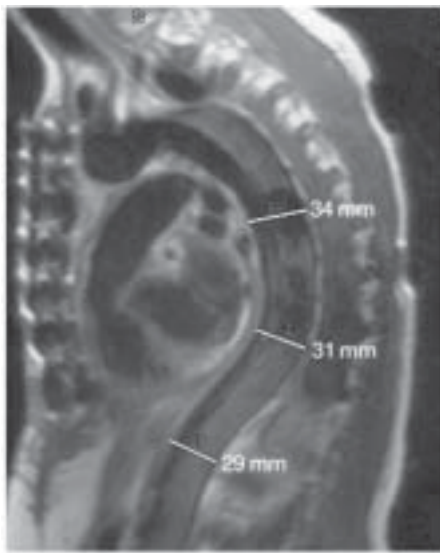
Resonancia magnética de la aorta torácica en el síndrome de Marfan, con una dilatación de la aorta ascendente de aproximadamente 3 centímetros.
